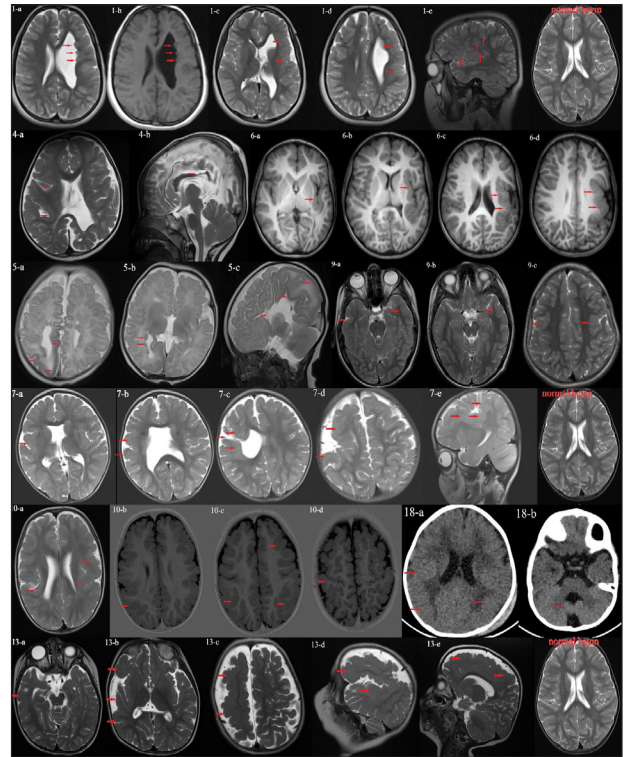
Yaygın KGM saptanan hastaların MRG görüntüleri.
